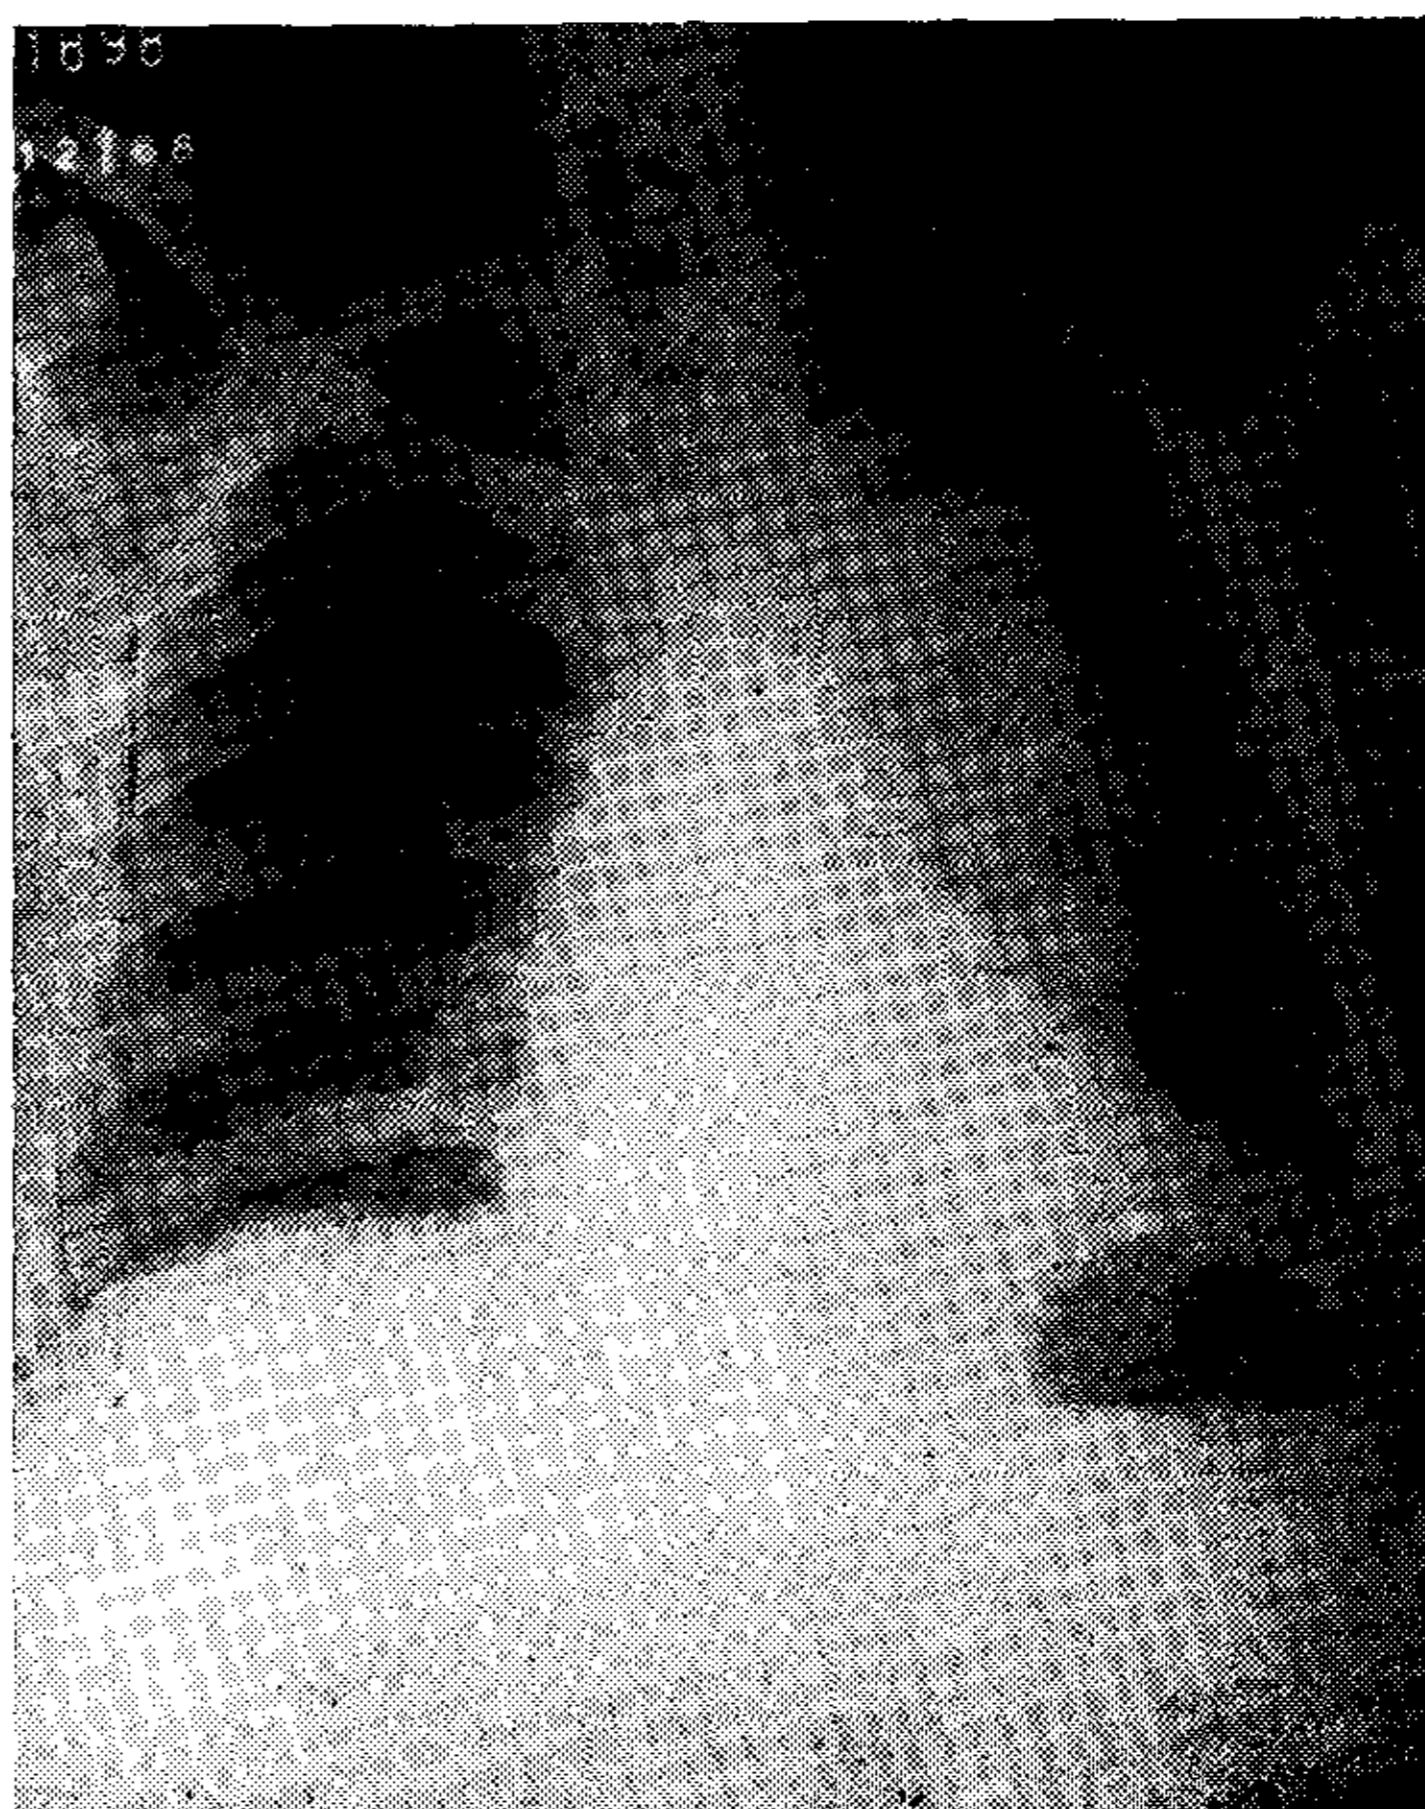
Radiografía de tórax 3 meses antes de internación. Imagen correspondiente a aneurisma de aorta torácica descendente.
